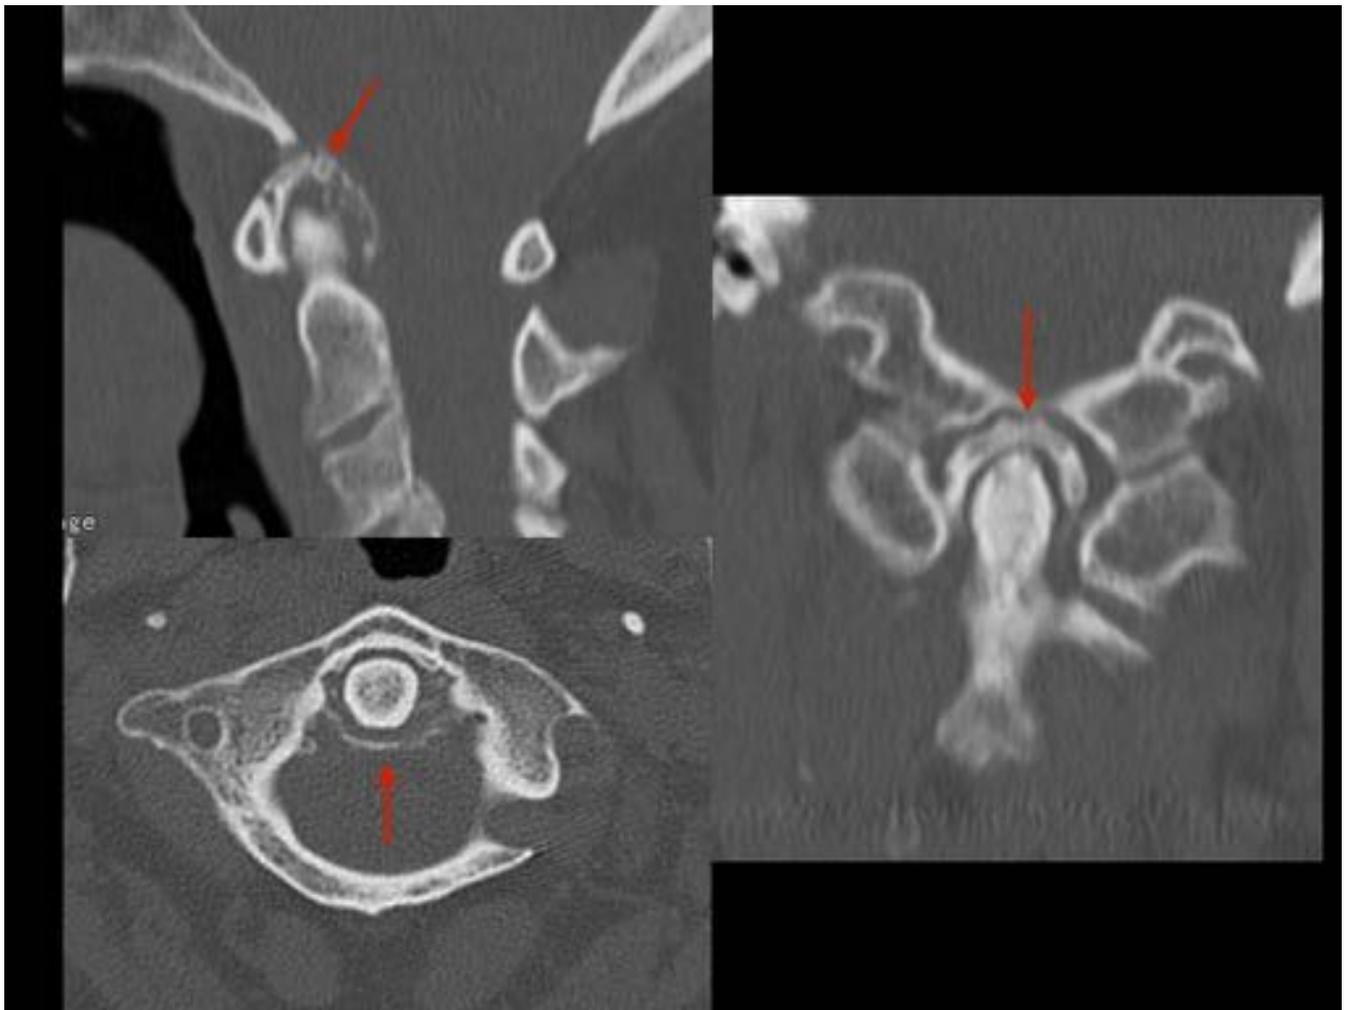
Mujer de 84 años con antecedentes personales de dolor cervical, estenosis del canal lumbar y prótesis de rodilla izquierda, que acude por clínica neurológica. Tras el TC basal, se decide ampliar el estudio y realizar un TC centrado en C1-C2, visualizándose alrededor de la apófisis odontoides una corona calcificada, debido a la calcificación de los ligamentos alares, apical y cruciforme, en relación con síndrome de apófisis odontoide coronada.
